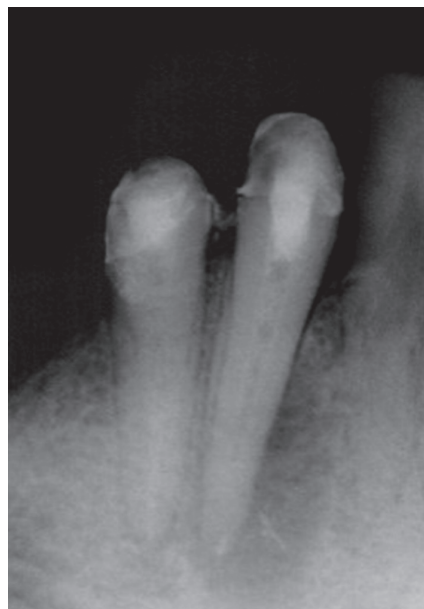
Контрольная рентгенограмма от 12.03.2010 до пломбирования каналов 4.3 и 4.4
